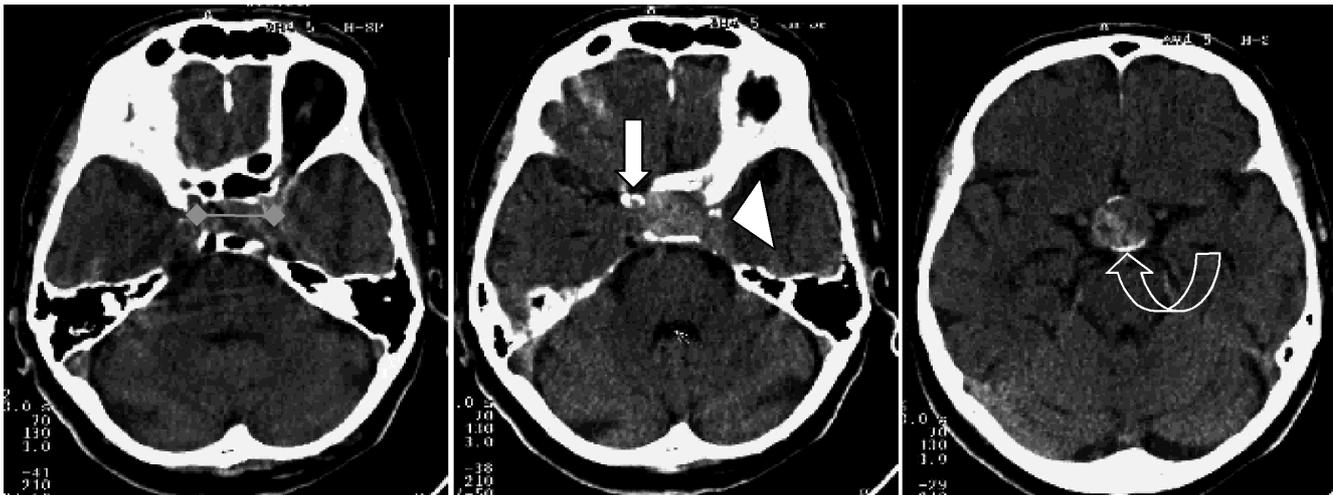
Computertomographie des Schädels (axiale, horizontale Schichtebene). Das Gehirn ist auf diesen Schichtbildern in unterschiedlich dunklen Grautönen dargestellt, der Schädelknochen weiß.
